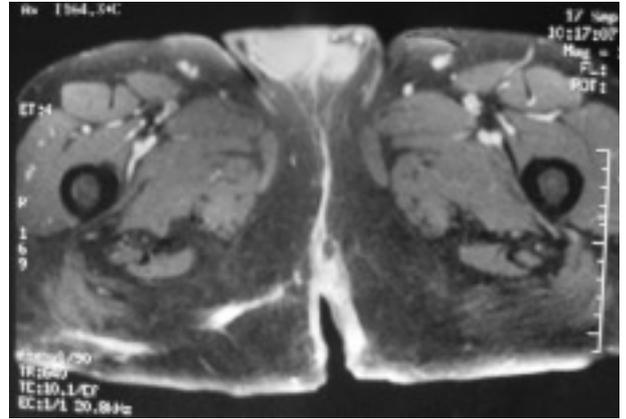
Resonancia magnética que demuestra un trayecto fistuloso, con hipercaptación T2, indicativo de actividad inflamatoria.
